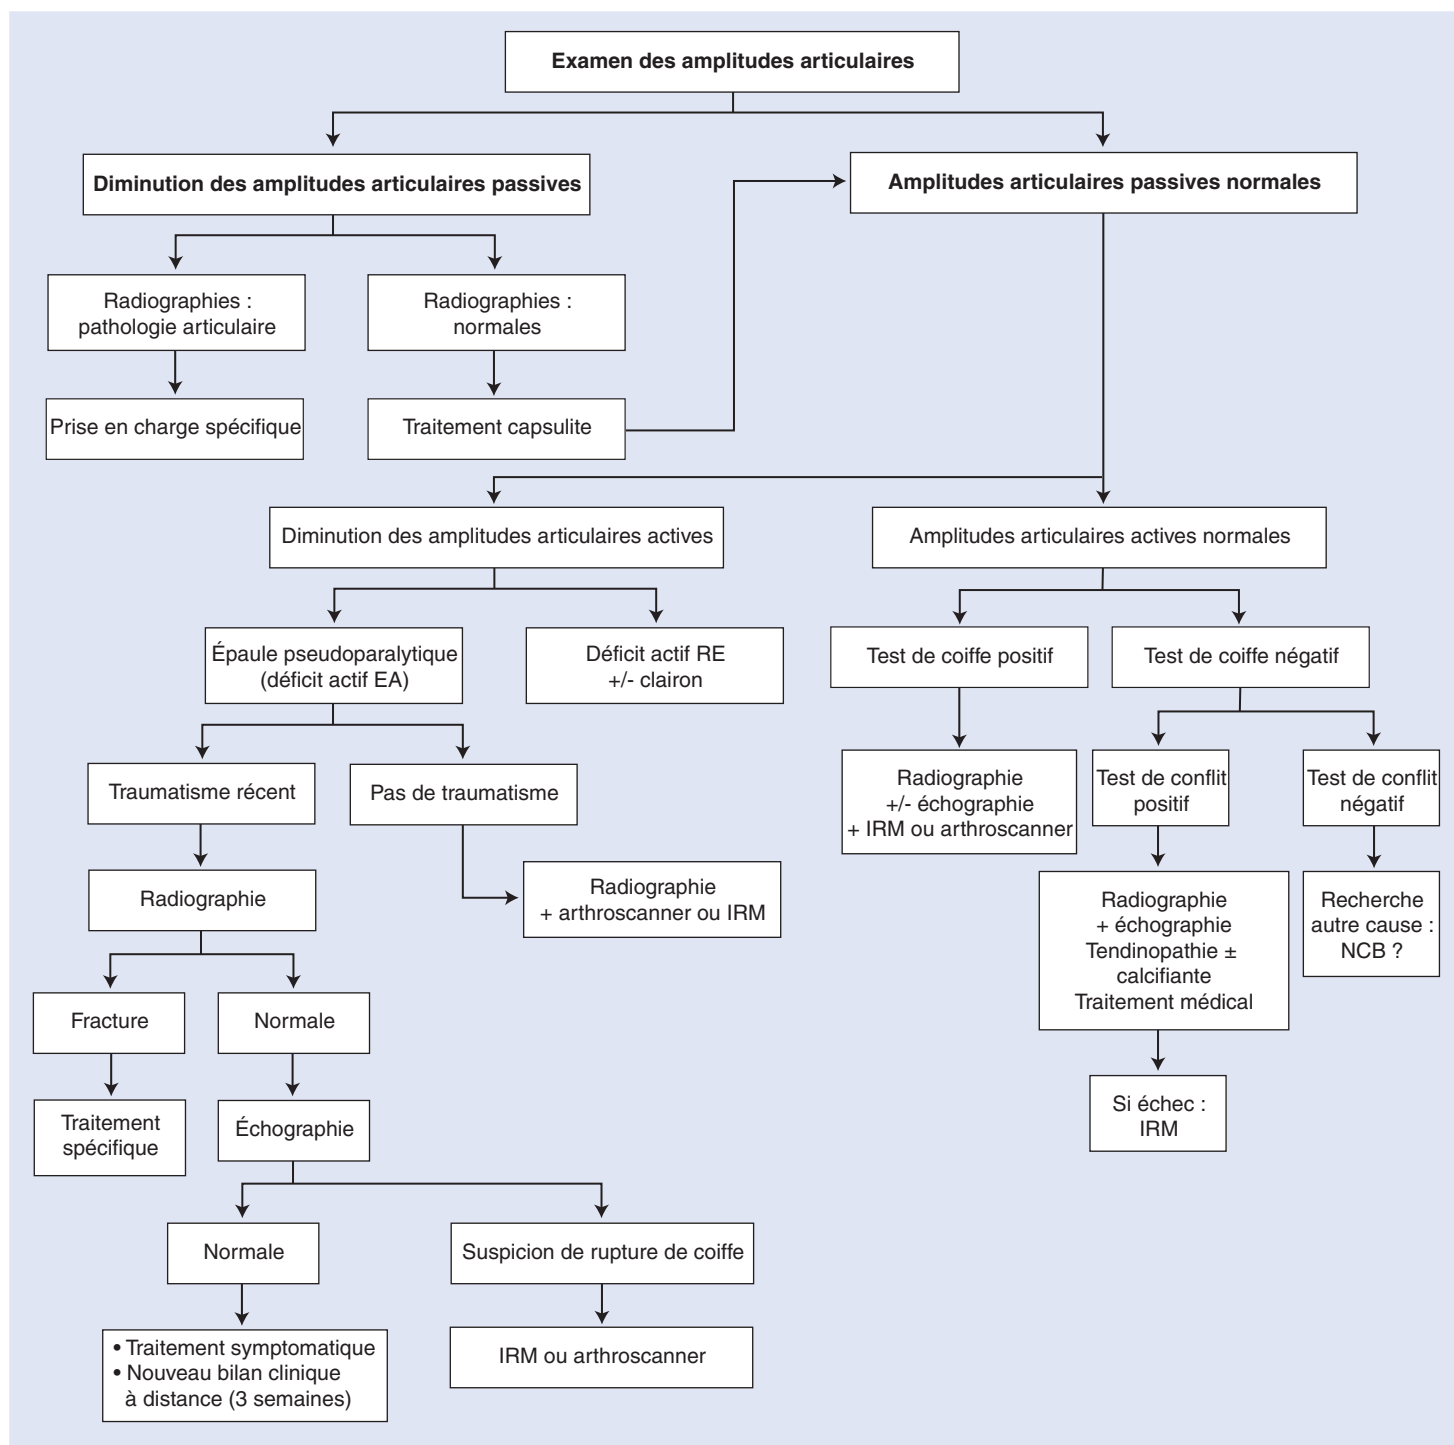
Arbre décisionnel. Stratégie diagnostique devant une suspicion de rupture de la coiffe des rotateurs. IRM : imagerie par résonance magnétique ; RE : rotation externe ; NCB : névralgie cervicobrachiale ; EA : élévation active.
